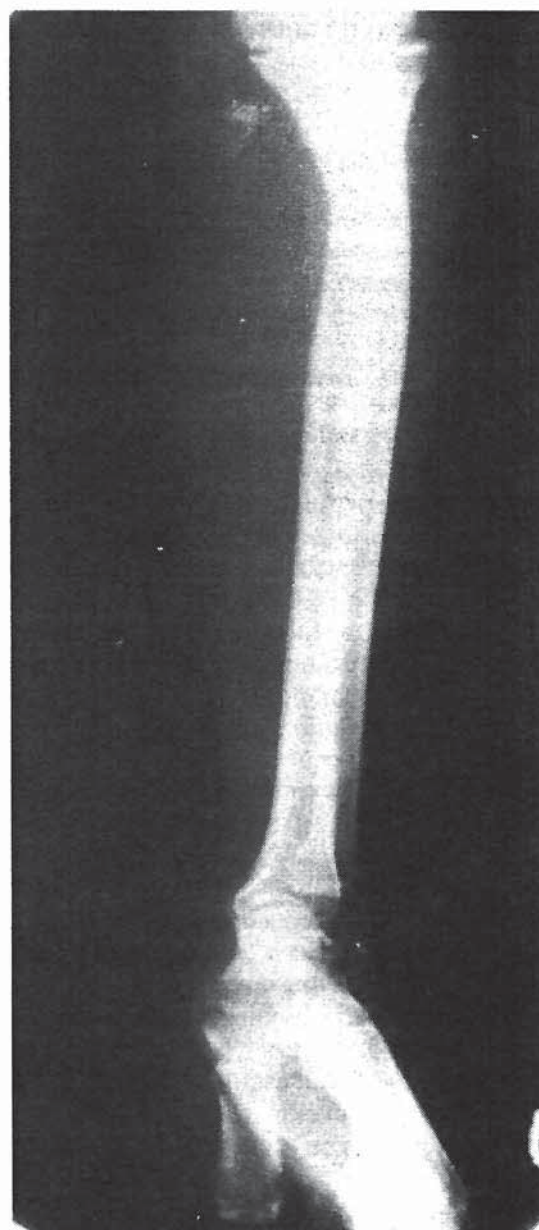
Рентгенограмма предплечья больного Р. после хирургического лечения.
